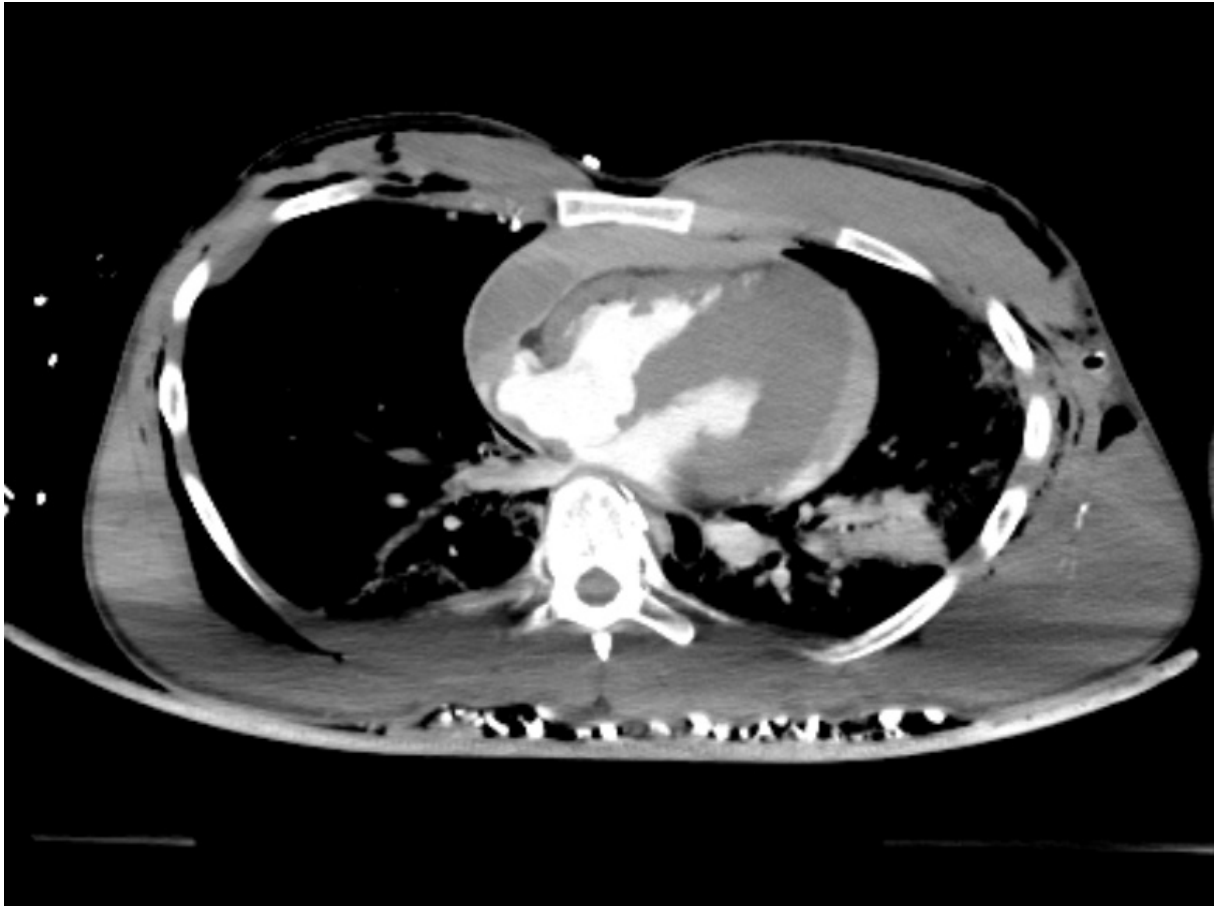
CT-Thorax mit Kontrastmittel von Fall 3 – großer umfassender Perikarderguss; deutliche Wandverdickung des linken Ventrikels im Sinne eines Stone-Heart-Phänomens [49]
